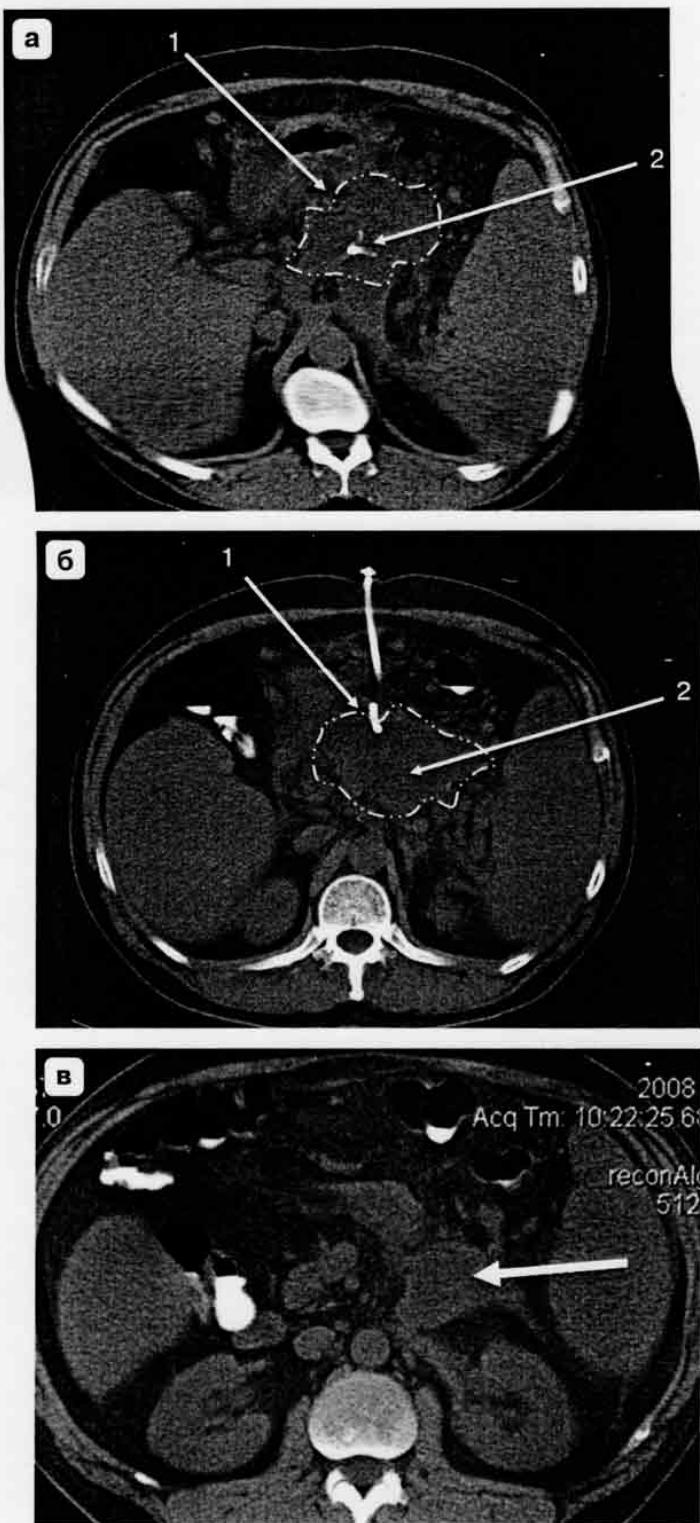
Компьютерная томограмма. Инфицированная киста после ЭЦГА + st. а – стент, проведенный через заднюю стенку желудка (1), полость кисты (2); б – наружный дренаж, проведенный через переднюю брюшную стенку (1), полость кисты (2); в – затек, расположенный забрюшинно вдоль аорты (стрелка).
